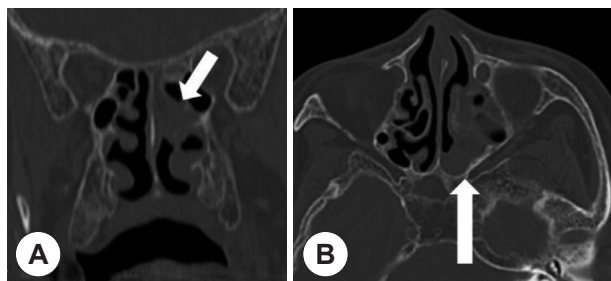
The coronal (A) and axial (B) CT show soft tissue densities attributed to maggots (white arrow) in left superior meatus.
